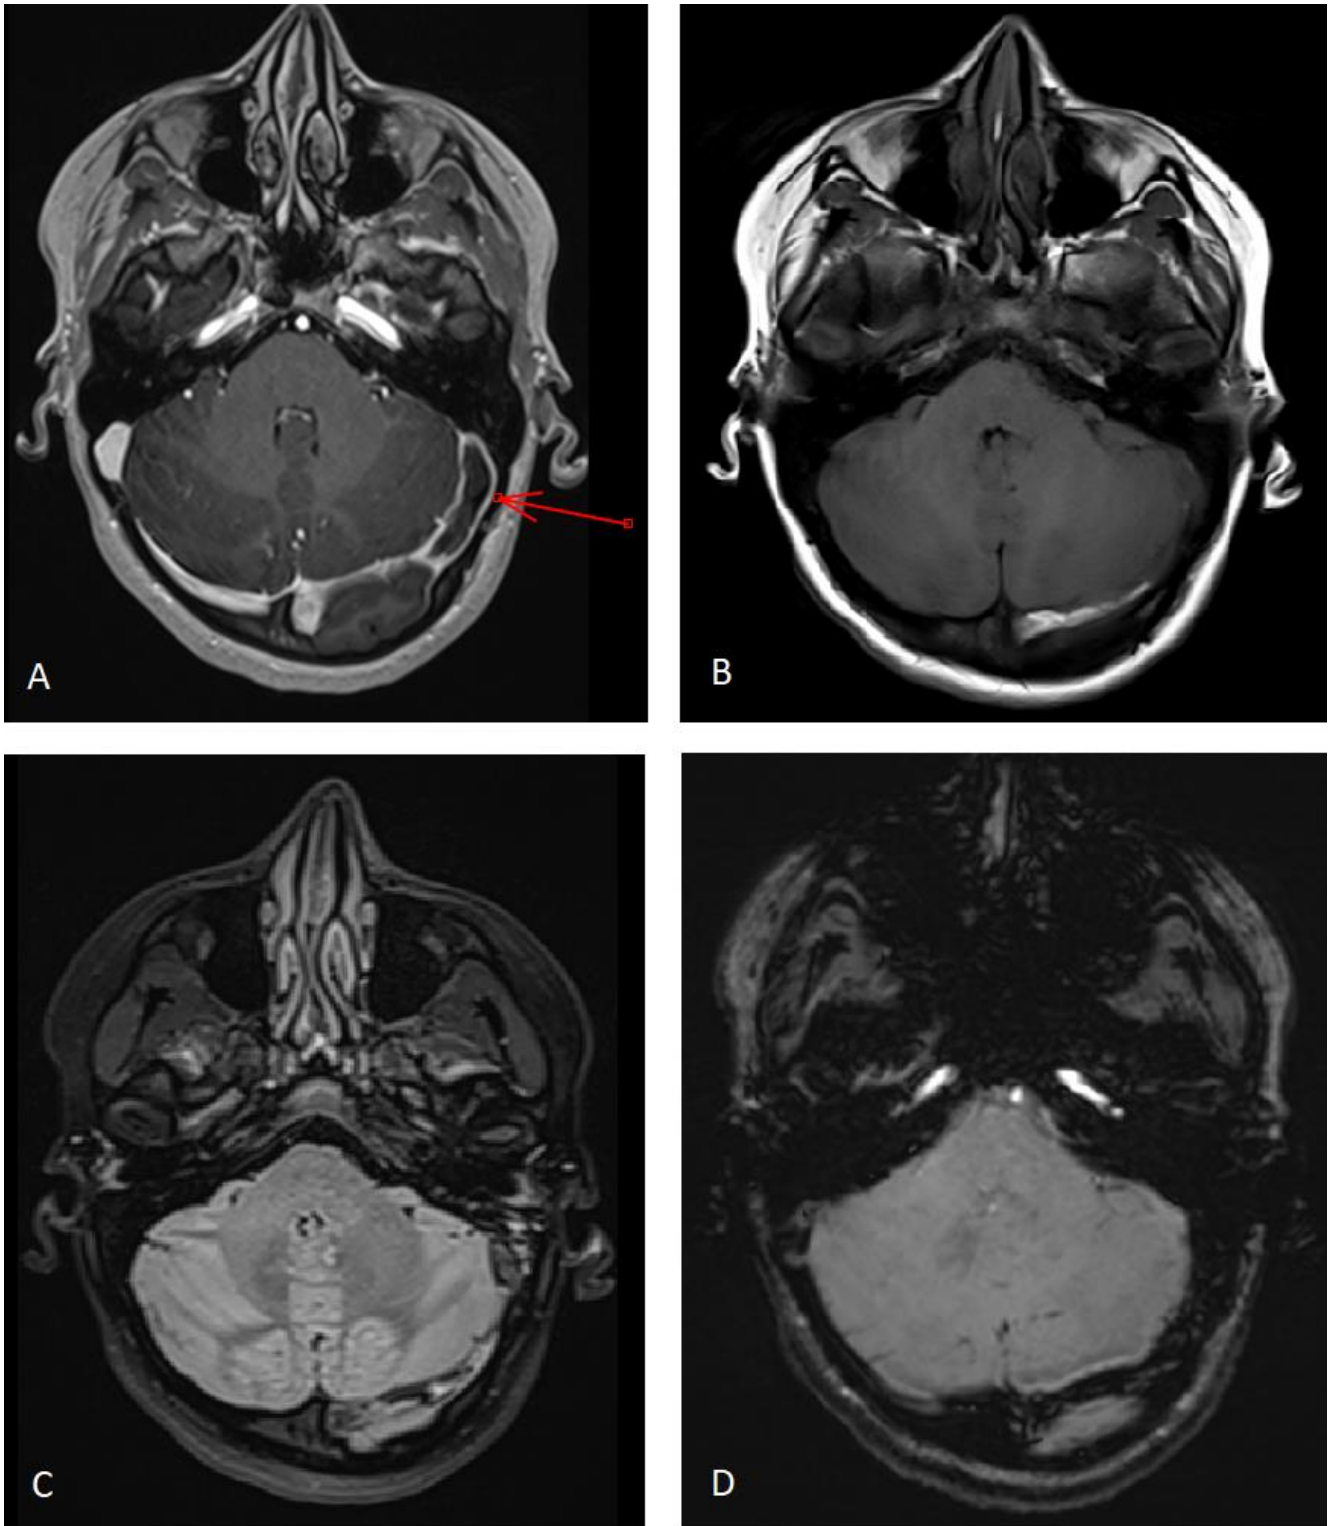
Ces images illustrent une thrombose du sinus veineux transverse gauche (A) en 3DT1EG post injection de gadolinium ; (B) en axiale T1 ; (C) en 3D FLAIR ; (D) en 3D SWI).
